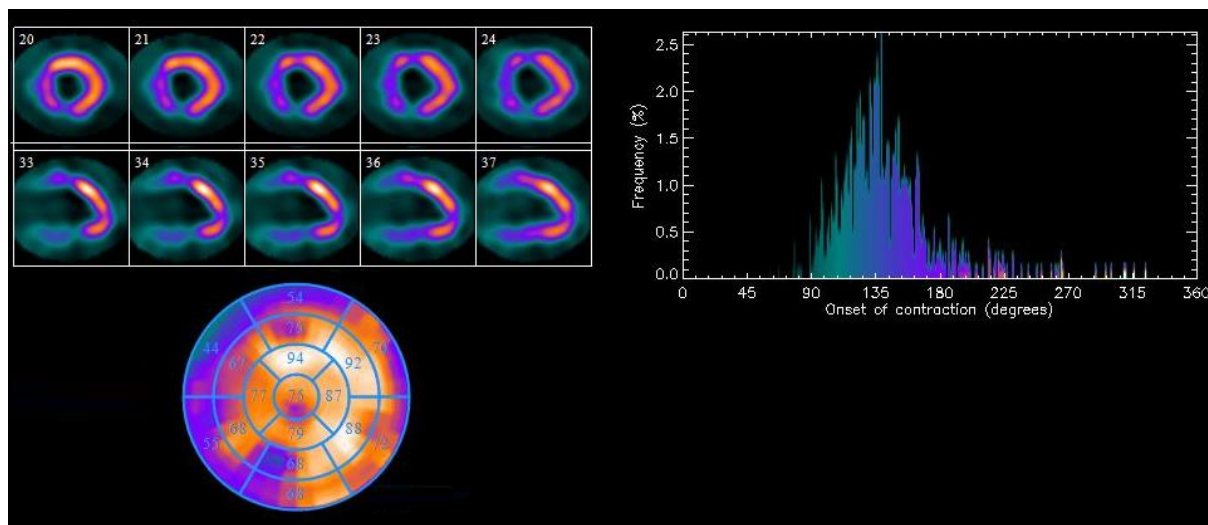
Большой И., однофотонная эмиссионная компьютерная томография миокарда с  $^{99m}\text{Tc}$ -технетрилом. Томографические срезы по длинной и короткой осям, полярная карта, фазовая гистограмма
